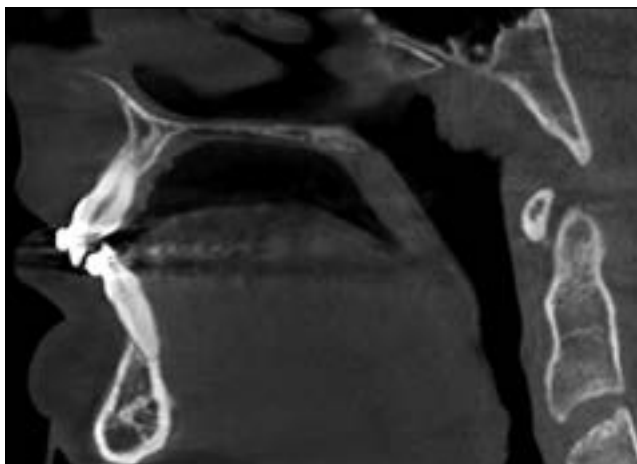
Сагитальный срез конусно-лучевой компьютерной томограммы пациента с тонким биотипом на этапе ортодонтического лечения.
